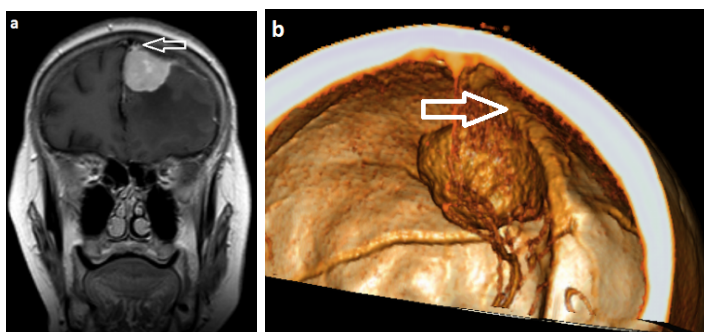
МРТ головного мозку (T1W із контрастуванням) пацієнта із парасагітальною менінгіомою передньої третини верхнього сагітального синусу (а). Білою стрілкою вказані ознаки інвазії парасагітальної менінгіоми в іпсилатеральну стінку/лакуну верхнього сагітального синусу. СКТ – ангиографія (b). Білою стрілкою вказана прохідність верхнього сагітального синусу, без ознак інвазії. За класифікацією M.P. Sindou and J.E. Alvernia тип I.
